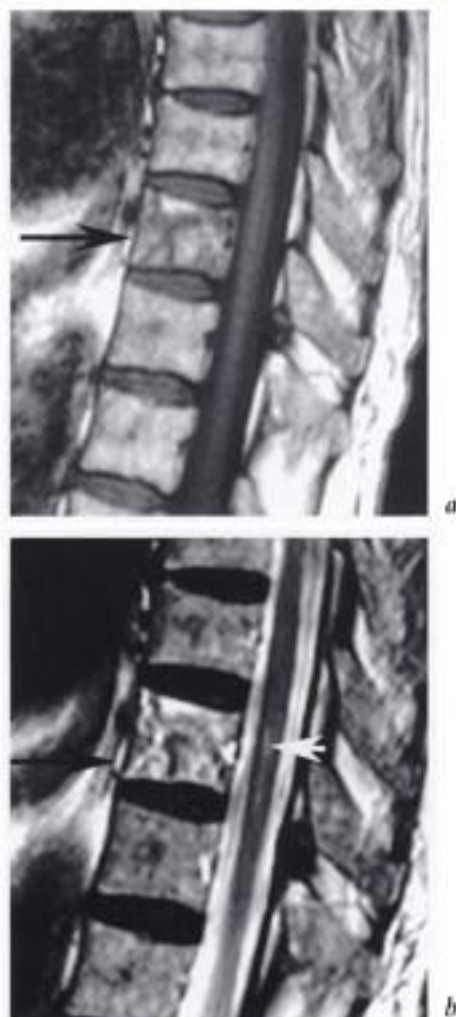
Myélopathie ischémique avec lésions vertébrales associées. IRM en a) coupes sagittale pondérée T1 et b) pondérée T2. La lésion ischémique est visible en T2 (flèche blanche en b), située en regard des anomalies de signal de la vertèbre ischémisée (flèche noire en a et b).
